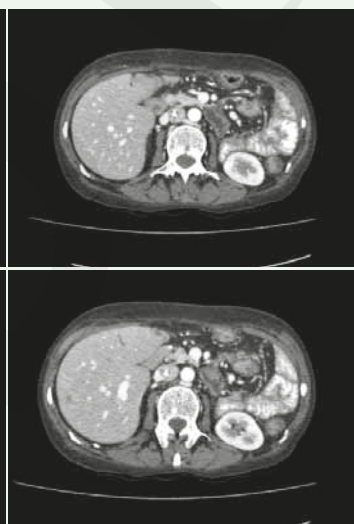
CT après 6 mois de chimiothérapie par paclitaxel/bévacizumab avec une réponse quasi complète au niveau hépatique.
